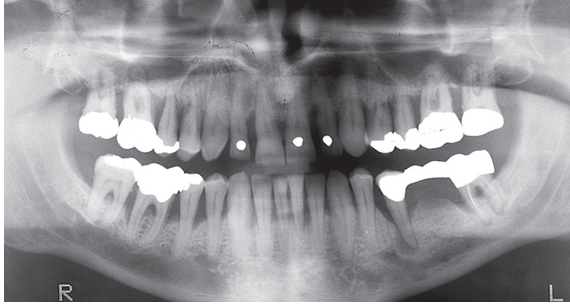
Panoramaschichtaufnahme vom Februar 2019 (alio loco). Es liegt ein ungleichförmiger generalisierter horizontaler Knochenabbau bis 80 Prozent der Wurzellänge im OK und 50–60 Prozent im UK vor. Röntgenologisch sichtbare Furkationsbeteiligung ist an 16, 26, 37, 46 und 47 erkennbar. Vertikale Einbrüche finden sich an 15, 14, 11, 22, 23, 37, 35, 32 und 43–47. Zusätzlich zeigt sich an den Zähnen 16, 37 und 35 eine Aufhellung im Sinne einer Parodontitis apicales.
